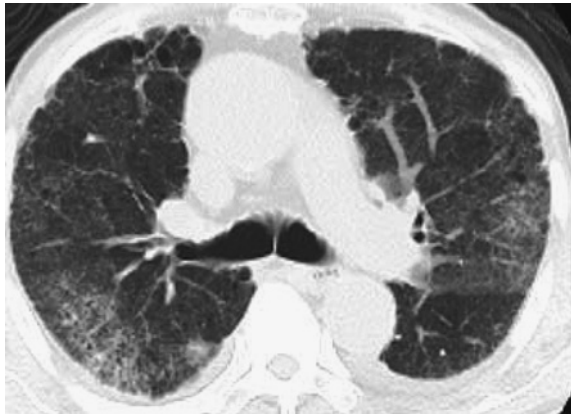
Chest CT scan film shows improvement of the opacity in lung fields and pleural effusion after cessation of shakuyakukanzoto.
